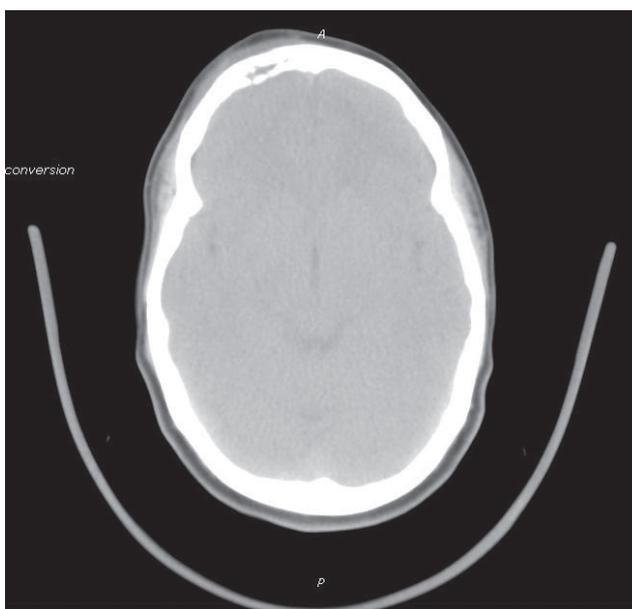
Tomografia computadorizada de crânio, corte axial, janelamento para tecido ósseo: observam-se lesões osteolíticas em osso frontal direito, com perfuração da tábua óssea posterior do seio frontal direito, compatíveis com osteomielite. Identifica-se também abaulamento da região frontal direita adjacente à lesão.
